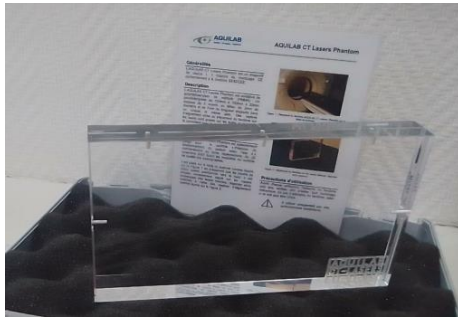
Fantôme AQUILAB CT Lasers
